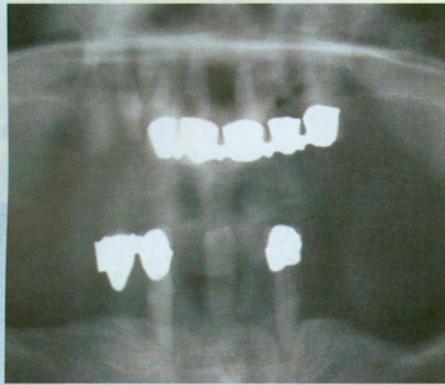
Auf dem Orthopantomogramm ist der starke parodontale Knochenabbau an den wenigen noch vorhandenen Zähne erkennbar. Wegen entsprechender Lockerung mussten alle Zähne extrahiert werden
